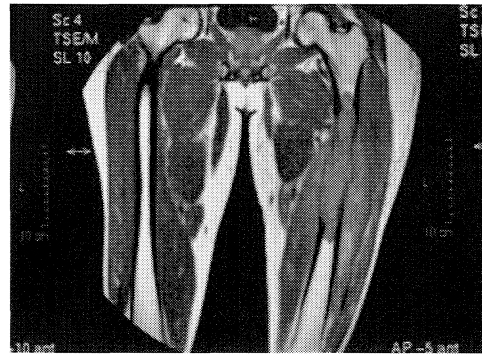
Osteosarcoma convencional femoral distal derecho. (a) Lesión metadiafisaria esclerótica con reacción perióstica irregular y triángulo de Codman. En la RM b, c, d, e y f), asocia reacción perióstica y una gran masa de partes blandas.
